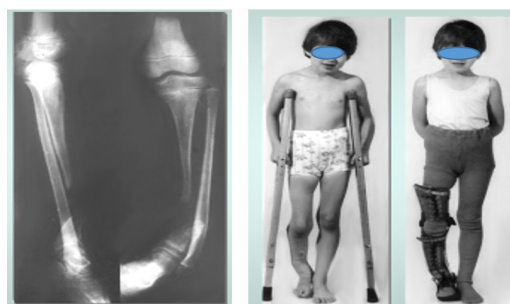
Рентгенограмма и натурное фото пациентки Ц, 9 лет до операции
